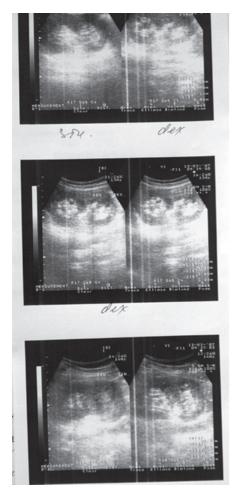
УЗИ: Эхопризнаки неполного удвоения левой почки? Удвоение чашечно-лоханочной системы правой почки? Двусторонний хронический пиелонефрит. Мочекислый диатез обеих почек
